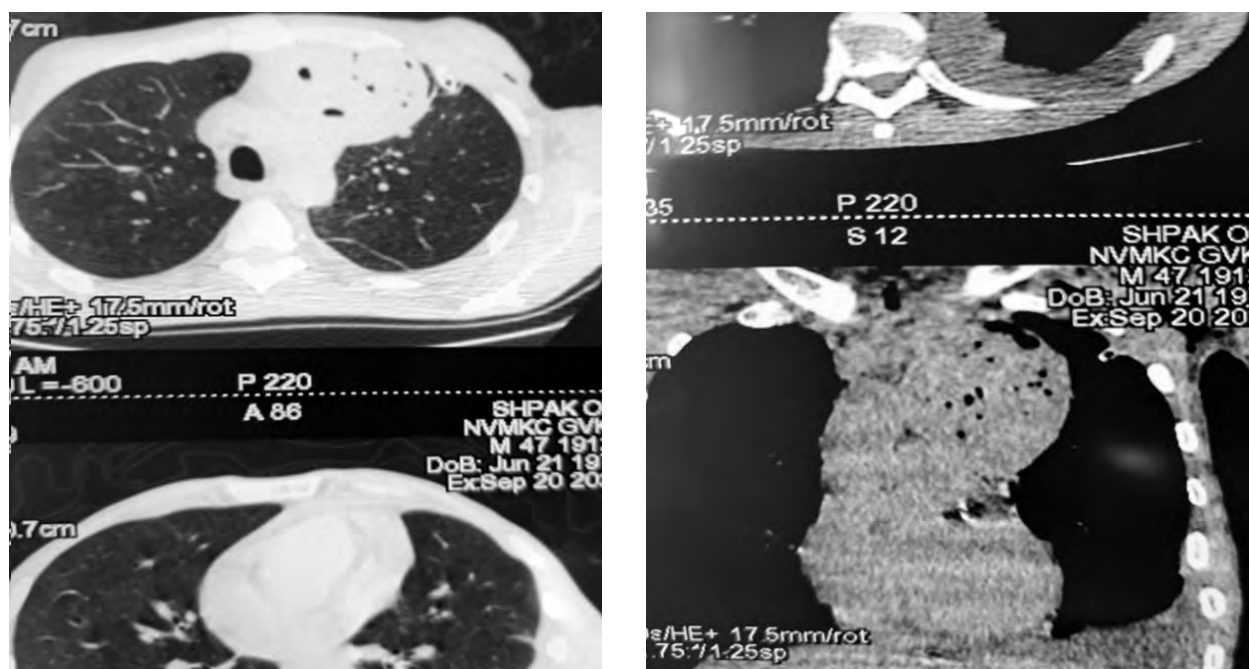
Комп'ютерна томограма пораненого Ш., 47 років, гематома середостіння з ознаками нагноєння.
